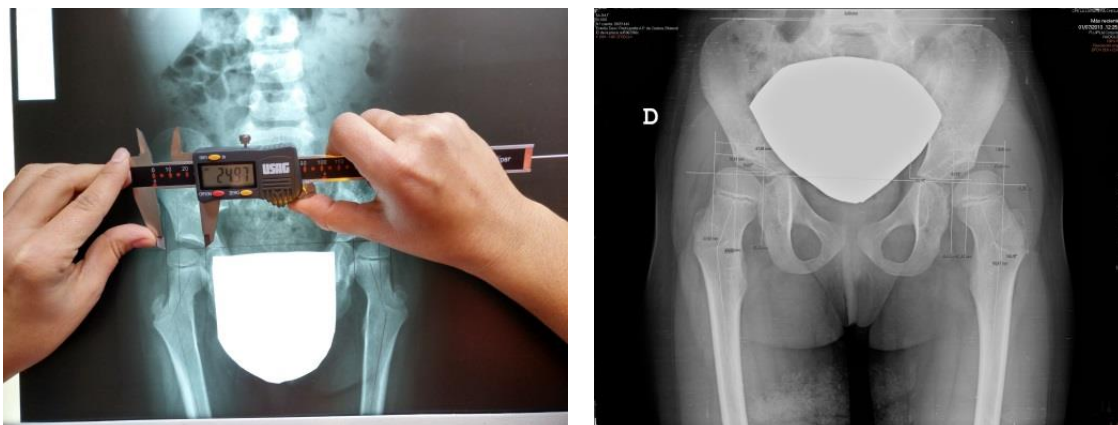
Medición de las radiografías en formato físico (imagen izquierda) y en formato digital (imagen derecha).
